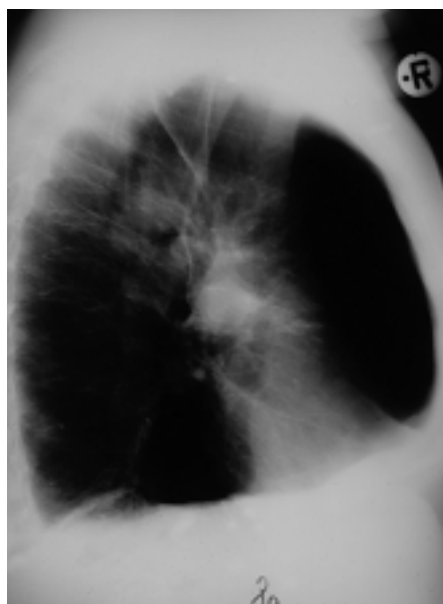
Röntgen-Thoraxaufnahme seitlich eines 45-jährigen Patienten mit Alpha-1-PI-Mangel-empysem
